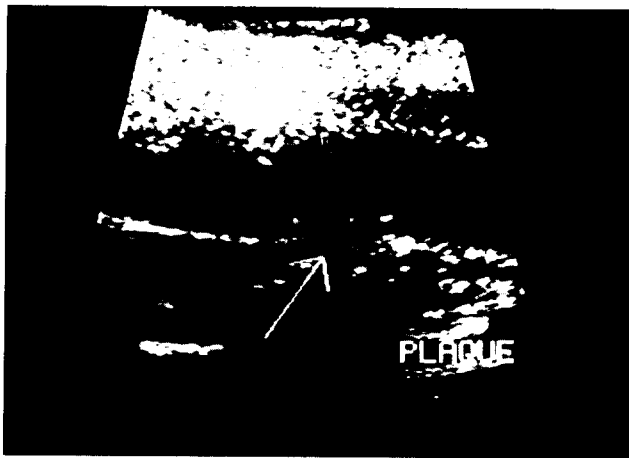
Doppler imaging of severe Lt. ICA stenosis by atheromatous plaque in a 70-year-old female.
